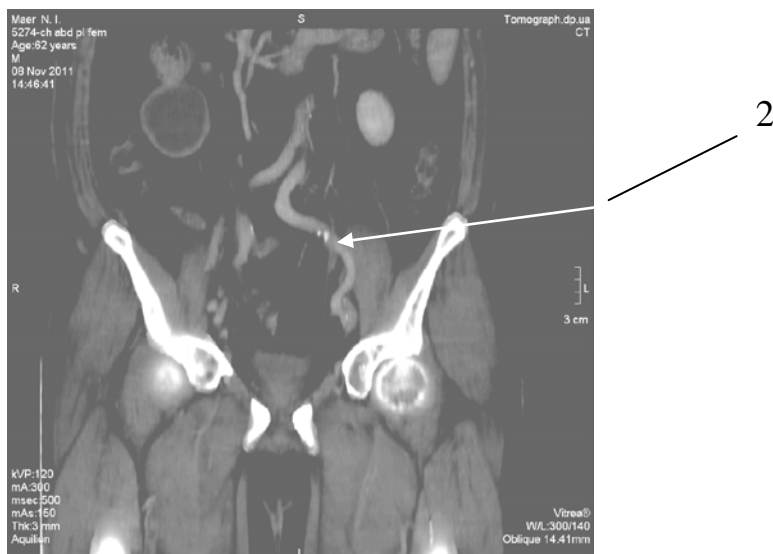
Сканограма комбінованої КТ–флебографії (малий таз та стегна). Пацієнт М., 1949 р.н. (2 – зовнішня здухвинна вена з організованими тромбами).
